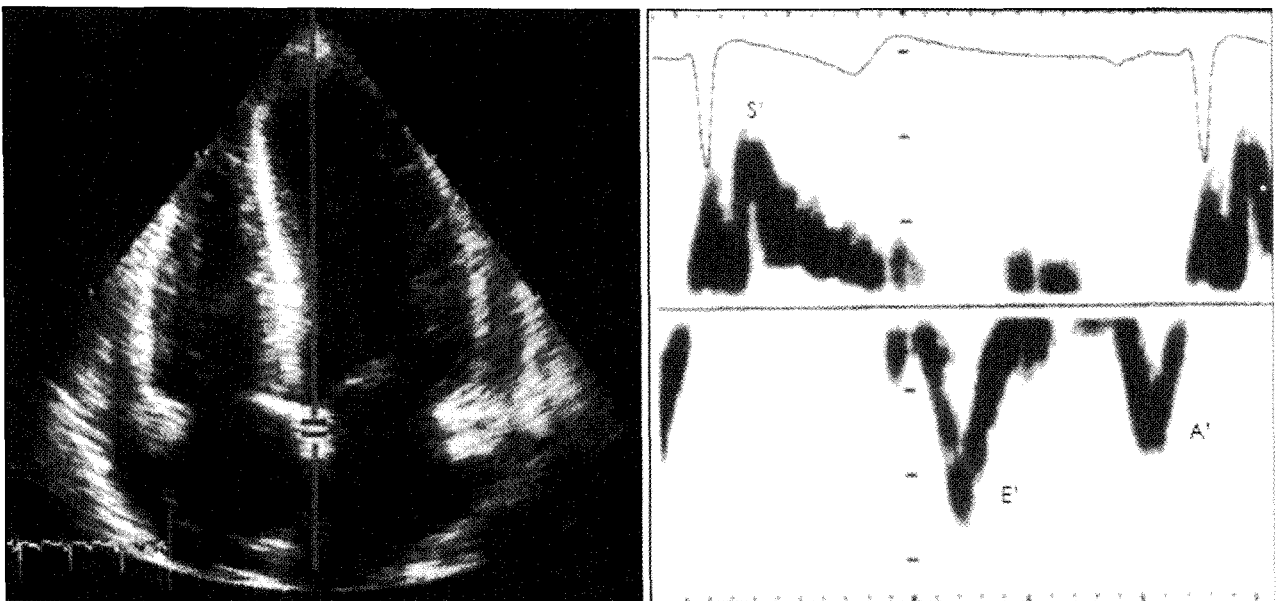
Example of normal mitral annulus velocity measured by Doppler tissue imaging.
